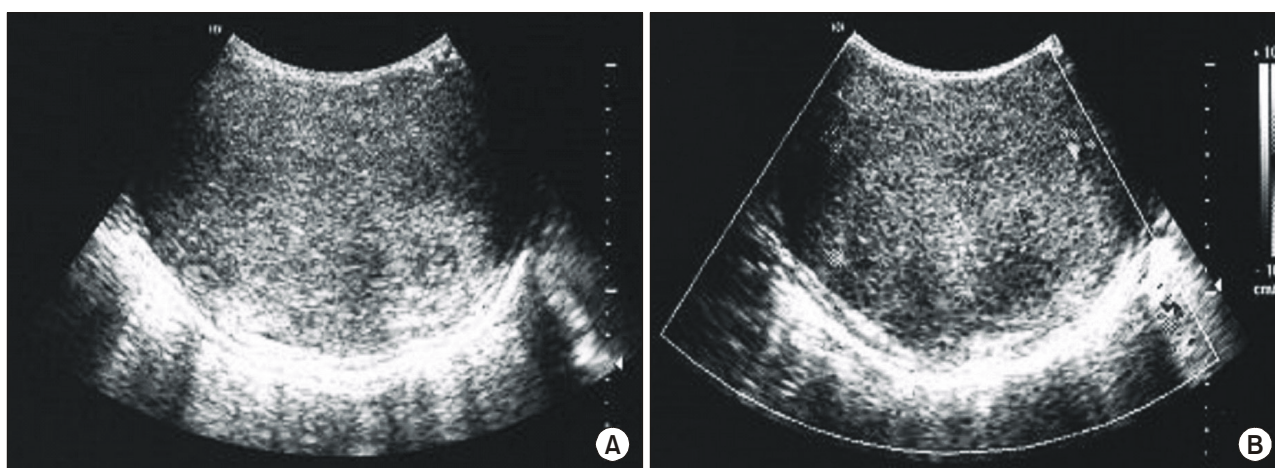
Scrotal ultrasonography findings. (A) A slightly hyperechoic lesion that totally replaces the left testis. (B) Doppler ultrasonography shows an increase of vascularity.
